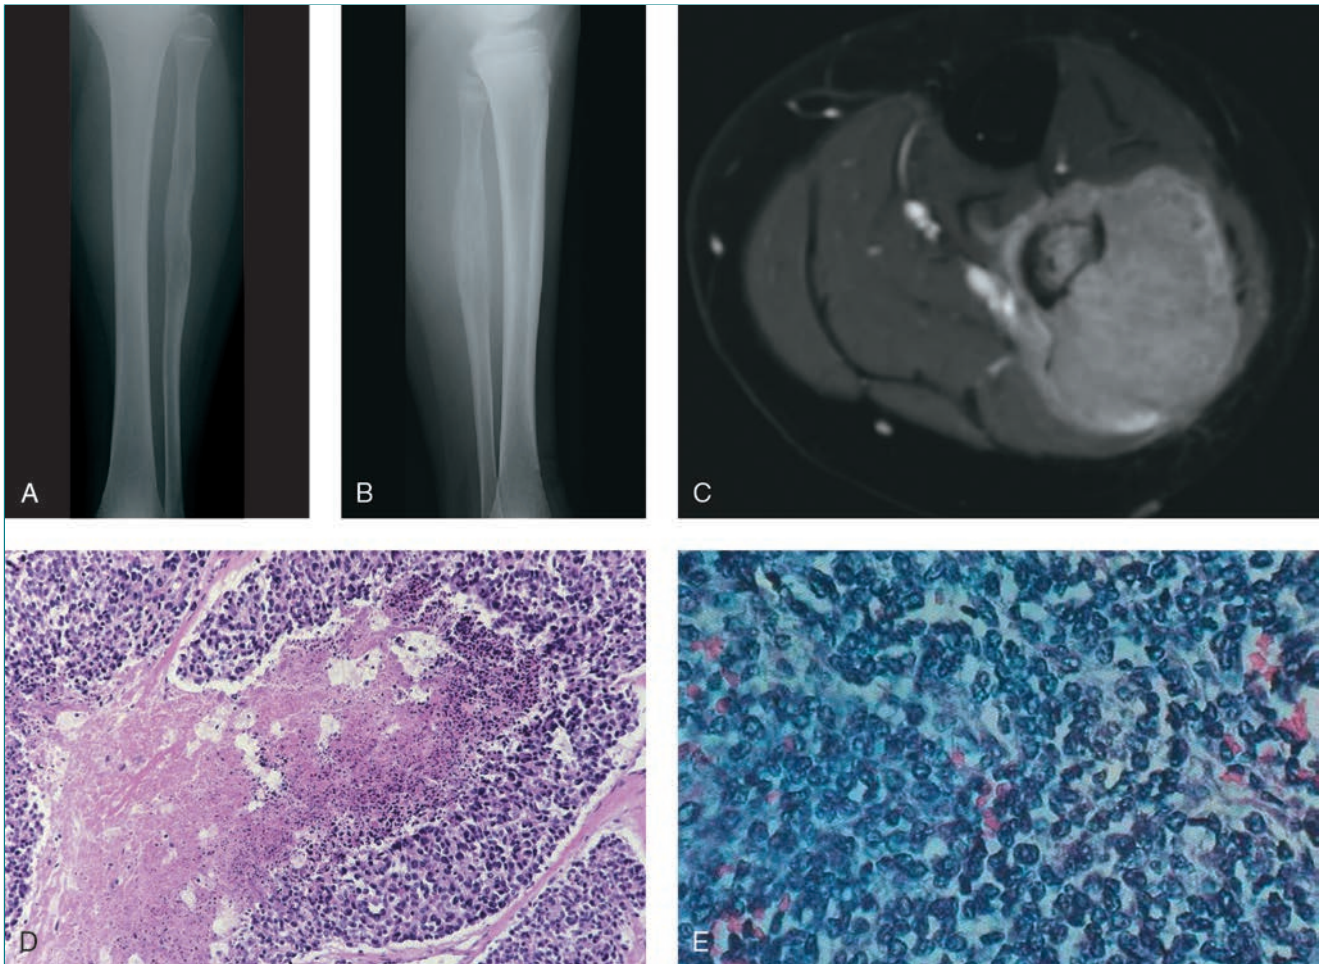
Sarcoma de Ewing/tumor neuroectodérmico primitivo en un niño de 11 años. Las radiografías anteroposterior (A) y lateral (B) de la tibia y el peroné izquierdos revelan una lesión en la diáfisis peronea. La biopsia con aguja determinó un sarcoma de Ewing. La reacción perióstica inicial se osificó ligeramente después de dos ciclos de quimioterapia preoperatoria. C, La RM axial en T2 con supresión grasa realizada en el momento del diagnóstico revela una masa de partes blandas extensa compatible con una lesión de células redondas pequeñas. D, La imagen microscópica con poco aumento revela una lesión de células azules redondas pequeñas con zonas amplias de necrosis. E, La imagen microscópica con más aumento revela las células pequeñas iguales con núcleos prominentes y citoplasma escaso, características del sarcoma de Ewing/tumor neuroectodérmico primitivo.
